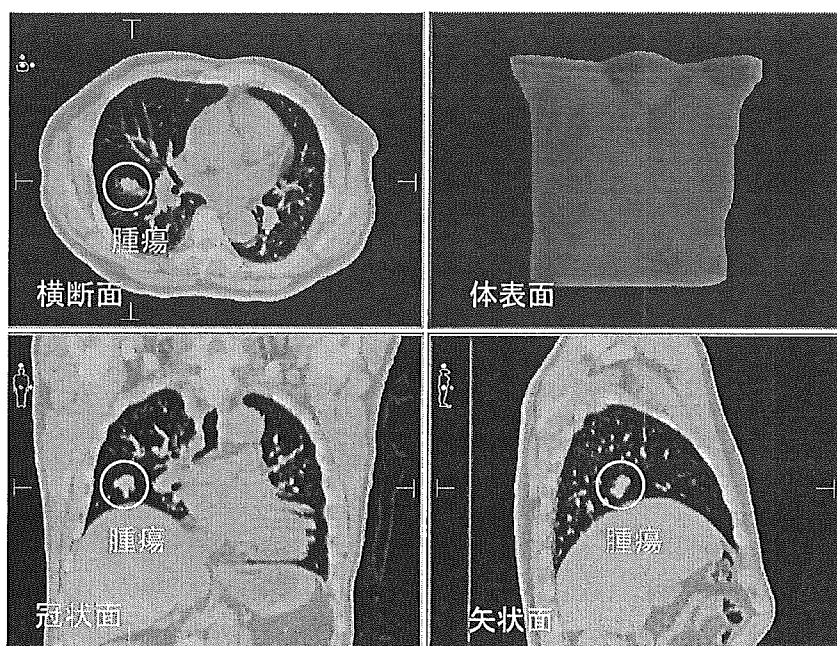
呼気時におけるCT画像の重ね合わせ
